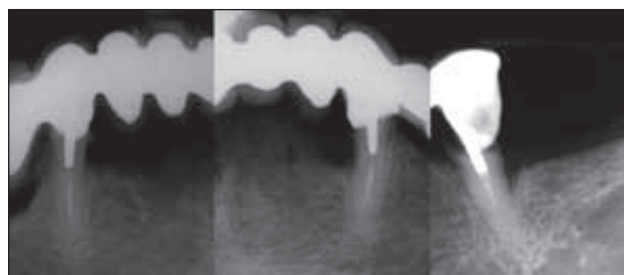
/ Radiographie de l'édentement du patient avant le traitement. Les racines sont fracturées et doivent être extraites.
